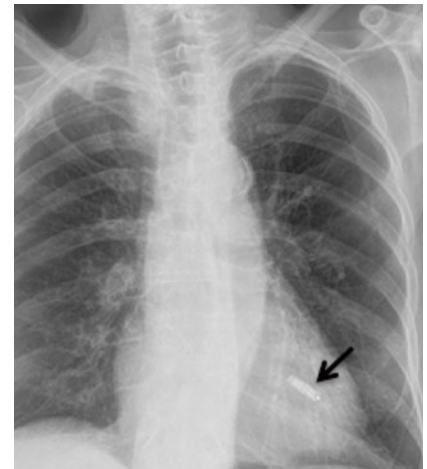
„Leadless Pacer“ (Pfeil) (Thoraxröntgenbild).
